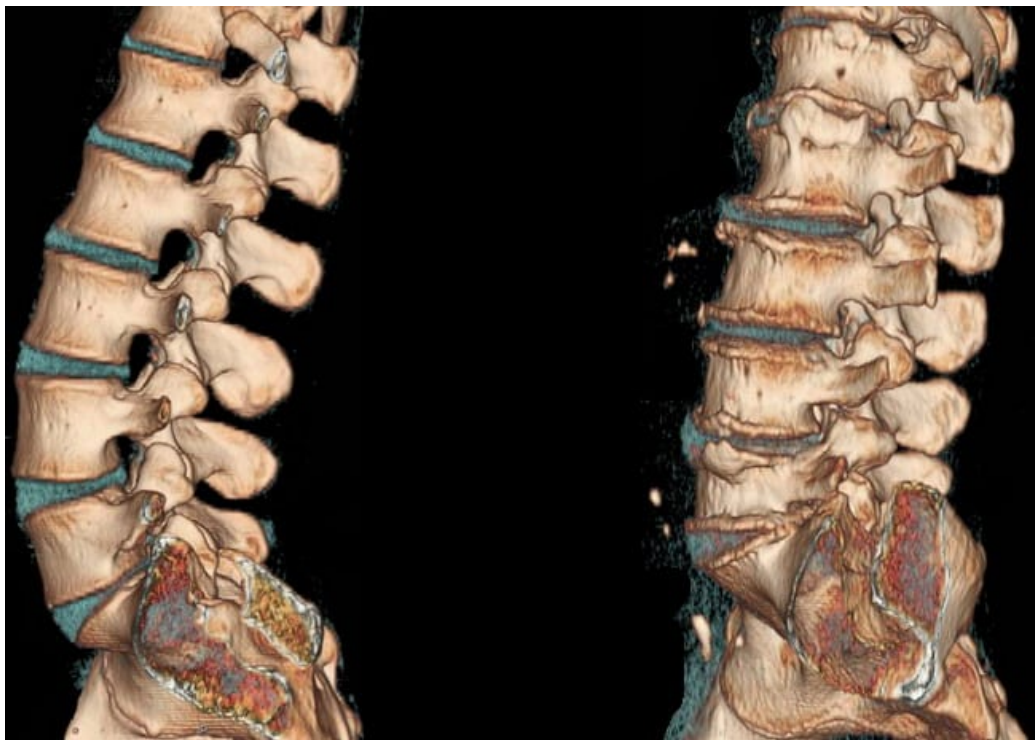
КТ поперекового відділу при остеохондрозі
